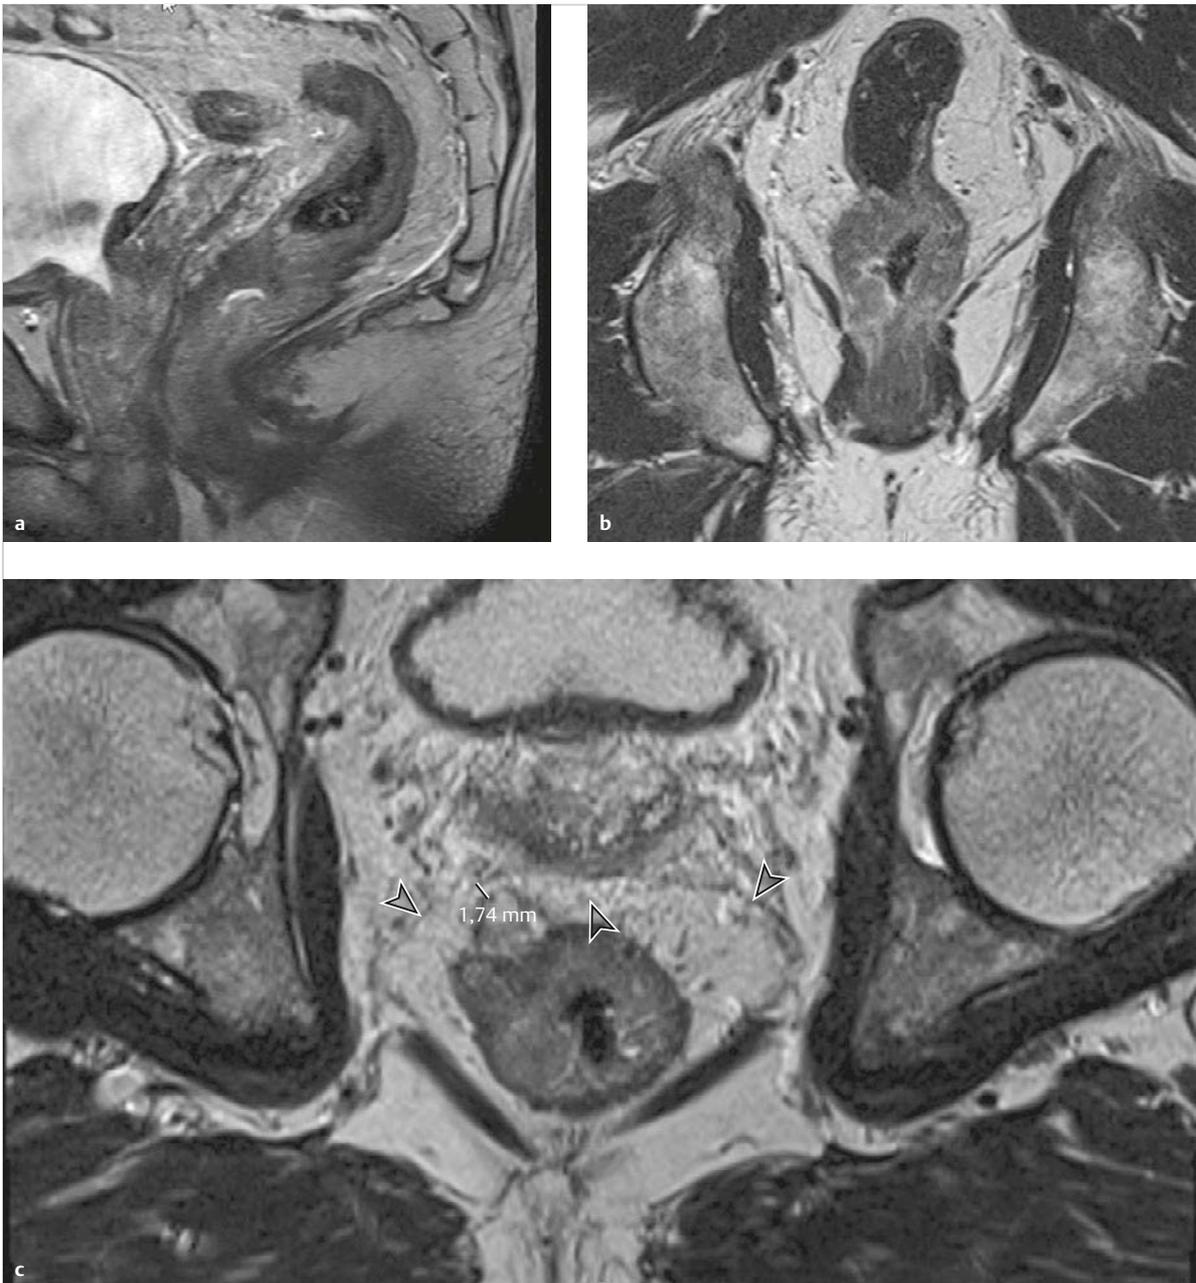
MRT des Beckens. mrT3c mrN0, mrCRM 1,7 mm. Tumor unmittelbar oberhalb des Sphinkters, der M. levator ani ist frei.
